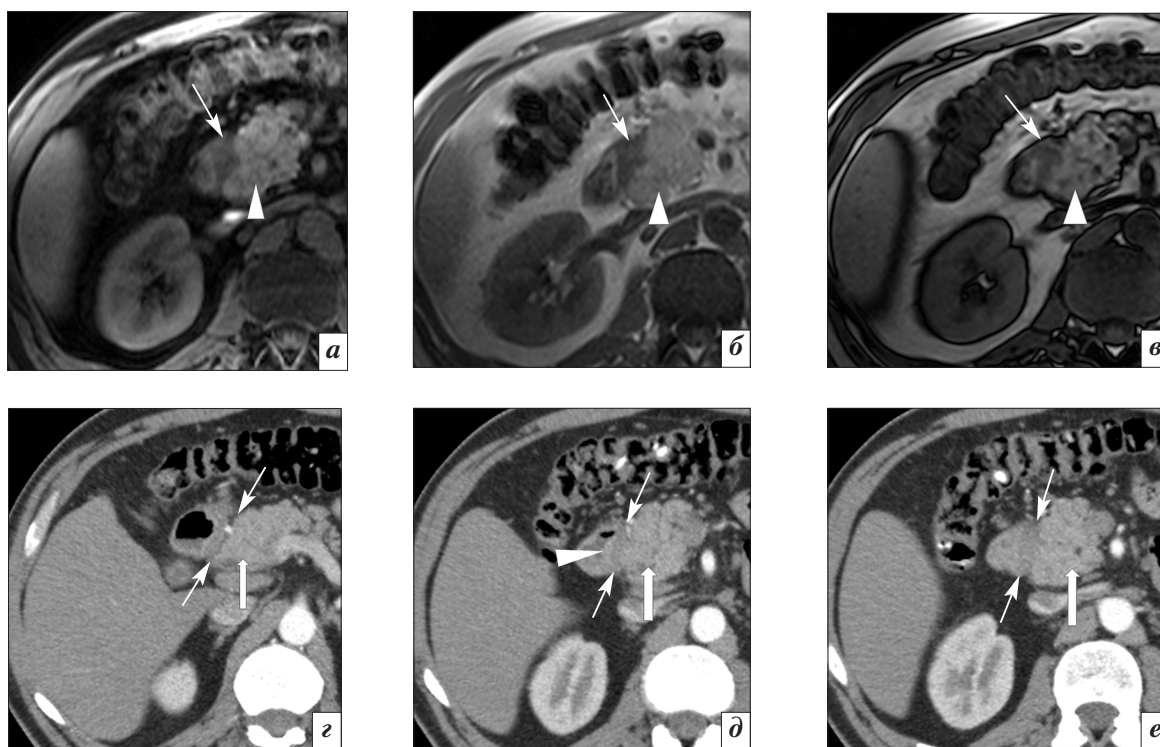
Аксиальные МР- и рентгеновские компьютерные томограммы больного Д., 42 лет, с парадуоденальным панкреатитом. МР-томограммы от 11.05.2017 г.: *а* – нативная T1-томограмма; *б, в* – T1-томограмма in-phase и out-of-phase – визуализируется выраженное преимущественно плоскостное расширение парадуоденального пространства за счет сравнительно однородного гипоинтенсивного субстрата (стрелки). Головка ПЖ выглядит бугристой, но ее структура представляется однородной, без видимых патологических образований (головка стрелки). Рентгеновские компьютерные томограммы от 07.06.2017 г.: *г, д, е* – смежные срезы в артериальную фазу внутривенного контрастирования – визуализируется умеренно выраженное плоскостное расширение парадуоденального пространства (тонкие стрелки) за счет сравнительно однородного гиподенсивного субстрата. Головка ПЖ (так же, как и при МРТ) выглядит несколько увеличенной в размерах, бугристой, ее внутренняя структура представляется однородной, без явных патологических образований (толстые стрелки). На отдельных участках (*д*) медиальные отделы стенки ДПК выглядят утолщенными (головка стрелки)
